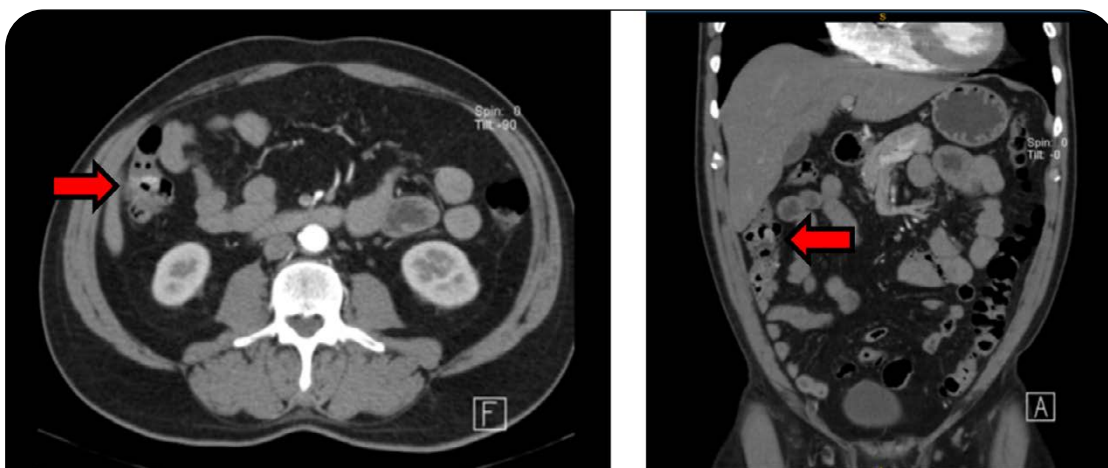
Angiotomografía de abdomen, fase arterial. Obsérvese el realce parietal focal en la pared medial, por debajo del ángulo hepático de colon. (Izquierda: corte axial / Derecha: corte coronal)
